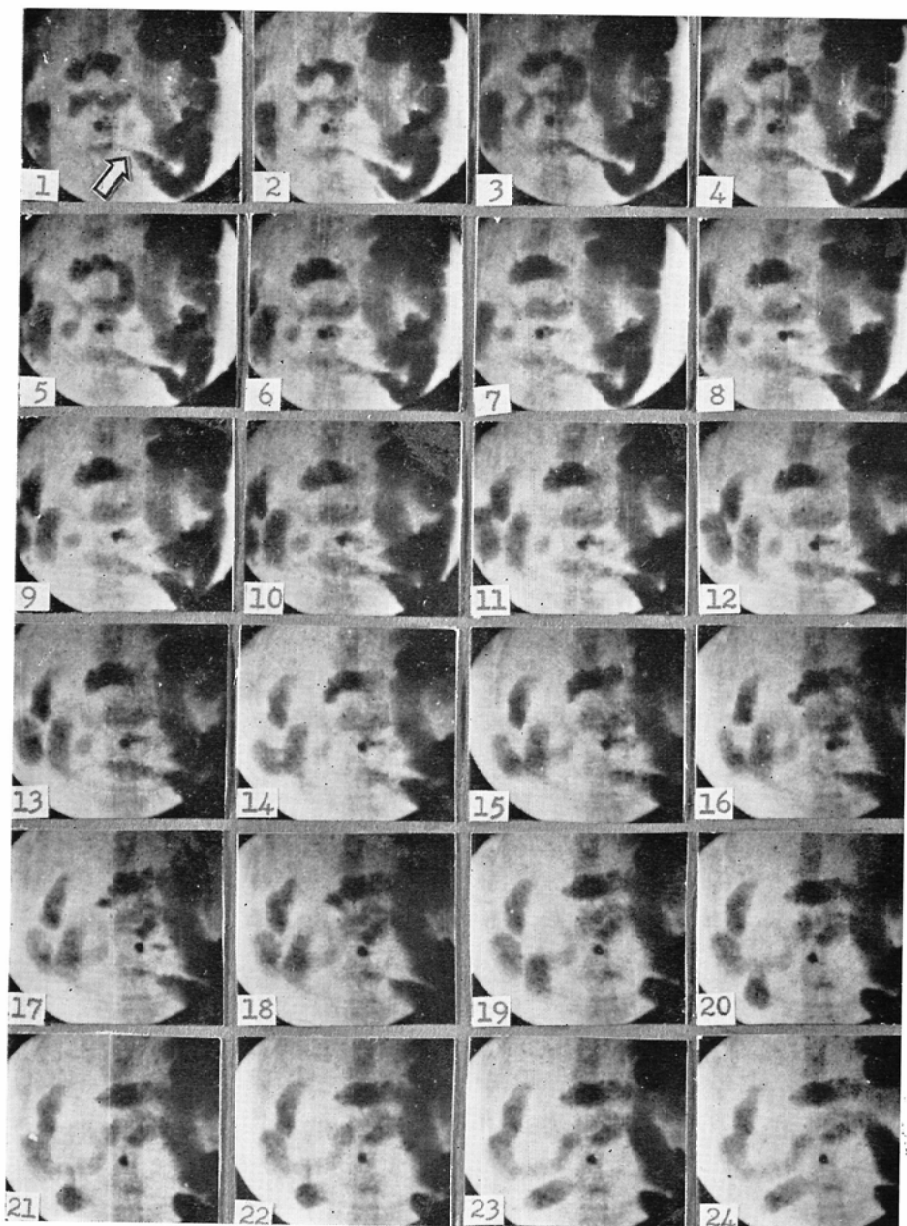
の(3) 閉塞後12時間における閉塞上部小腸X線像. No. 1の→印は蠕動とその進行方向を示す. 充たされた小腸内に3~5個の強蠕動が相次いで発生し伝播するNo. 1から発生し進行した蠕動が通過した後は, No. 6, 7, 8, 9に見られるように内容の逆流が起り, 蠕動は消失することなく尾側へと進行する.
